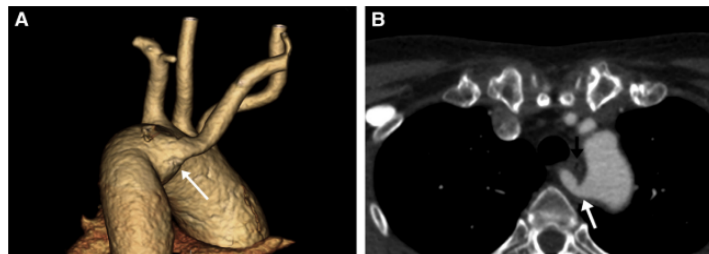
Mujer de 57 años asintomática. A) Proyección posteroanterior de una reconstrucción volumétrica tridimensional de un angio-TC que muestra una ARSA surgiendo de un DK (flecha blanca). B) Corte axial de TC que muestra el DK (flecha blanca) y la ARSA pasando detrás del esófago (flecha negra). Fuente: Lv P, Lin J, Zhang W, Hu J. *Computed tomography findings of Kommerell diverticulum*. En: *Canadian Association of Radiologists Journal. Canadian Medical Association*; 2014. p. 321-6.
